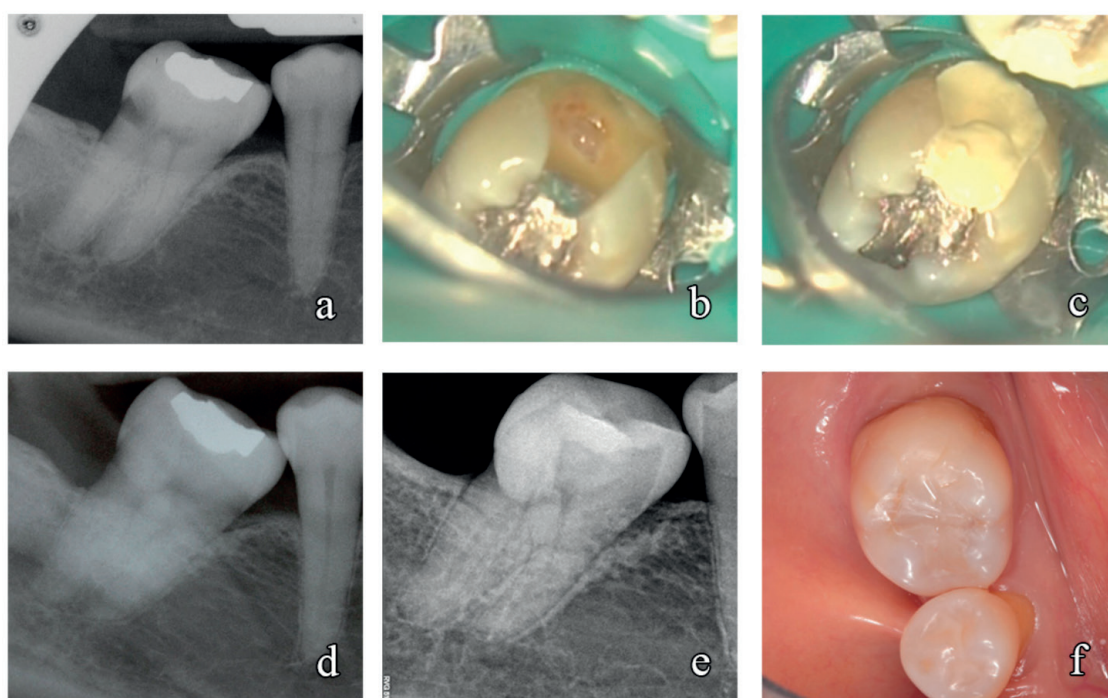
Partial pulpotomy on tooth 47 (a) Preoperative radiograph showing that the caries on the distal aspect was in close proximity to the pulp. (b) 2.5-mm pulp exposure was found after complete caries removal and the coronal pulp was amputated. (c) Biodentine™ was directly applied. (d) Immediate postoperative radiograph (e, f) 26-month postoperative radiograph and photograph
